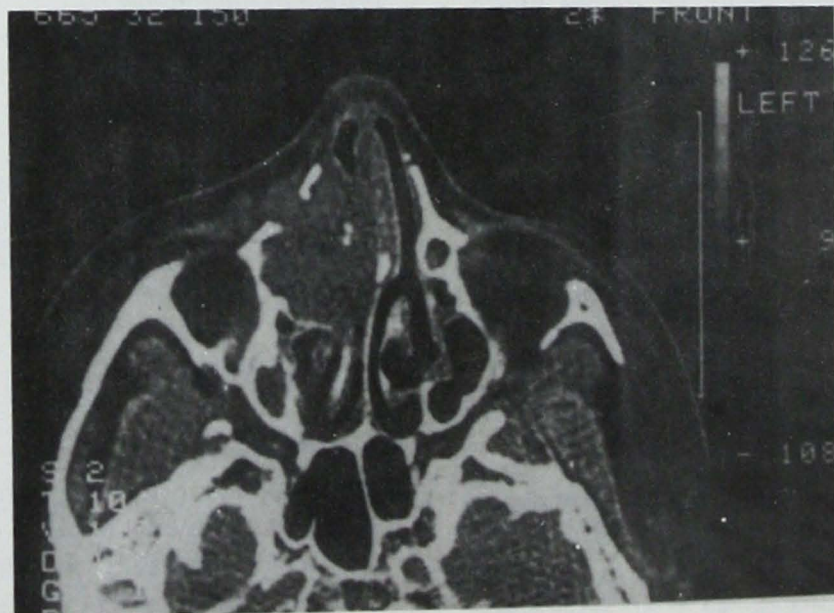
Tomografía computada simple del macizo facial en posición axial.
